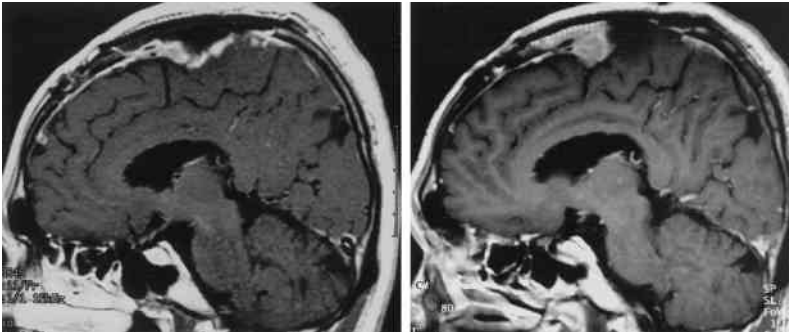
MRI findings. MRIs one (left) and seven months (right) after operation showing rapid growth with the tumor doubling time 2.7 months.
